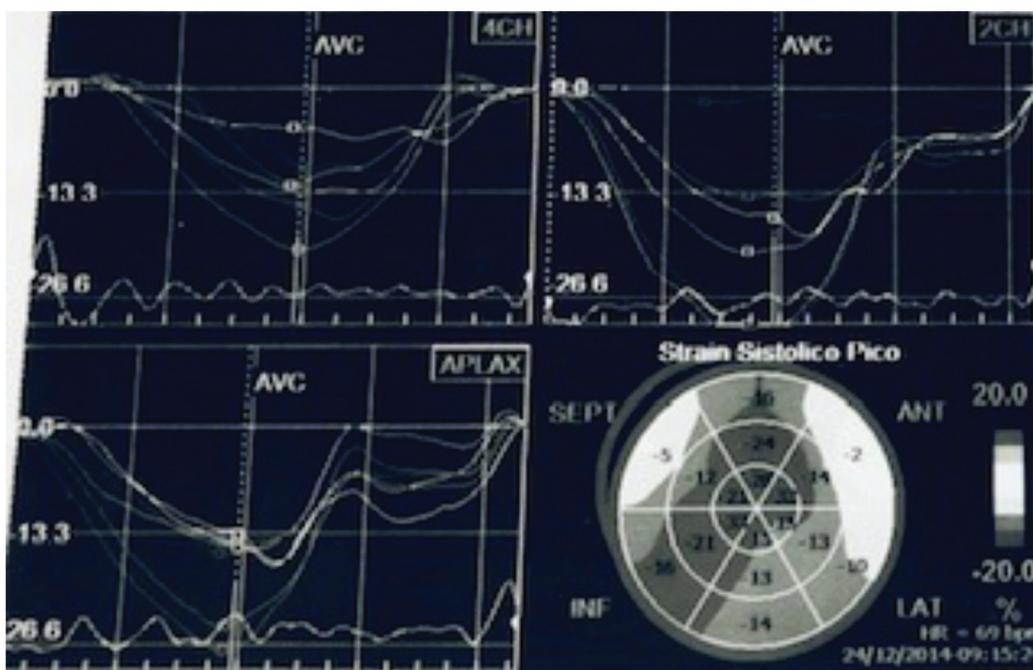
Ecocardiograma basal que presenta el Strain longitudinal con afectación difusa a nivel del miocardio.
